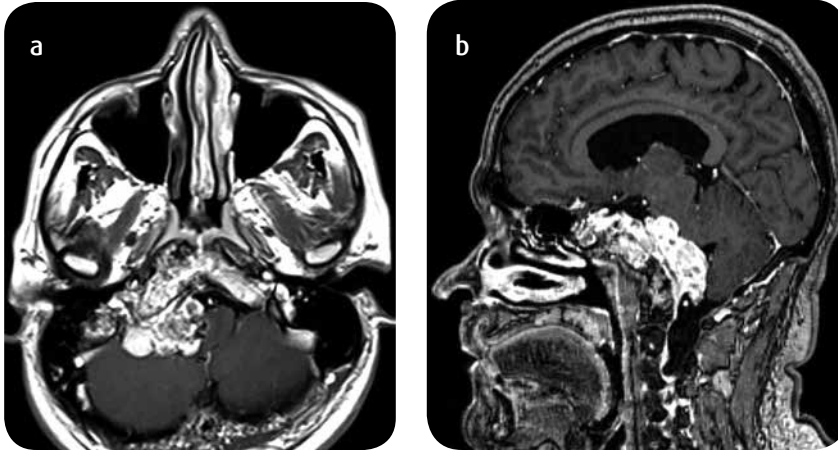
Neurosarcoidosis. RM a) y b) axial y sagital con información T1 con medio de contraste. Realce leptomeníngeo y paquiméníngeo difuso con grave compromiso de pares craneales en la silla turca y región prepontina.
